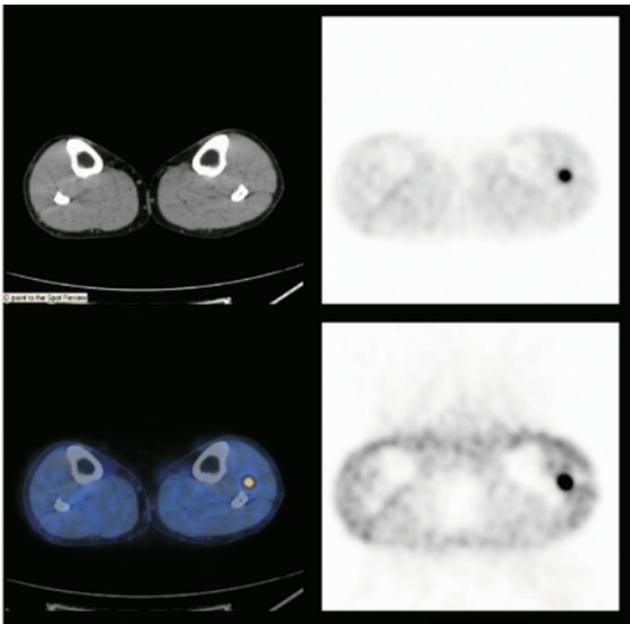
Sezione assiale che mette in evidenza una metastasi ai muscoli del polpaccio sinistro. La TC è normale
